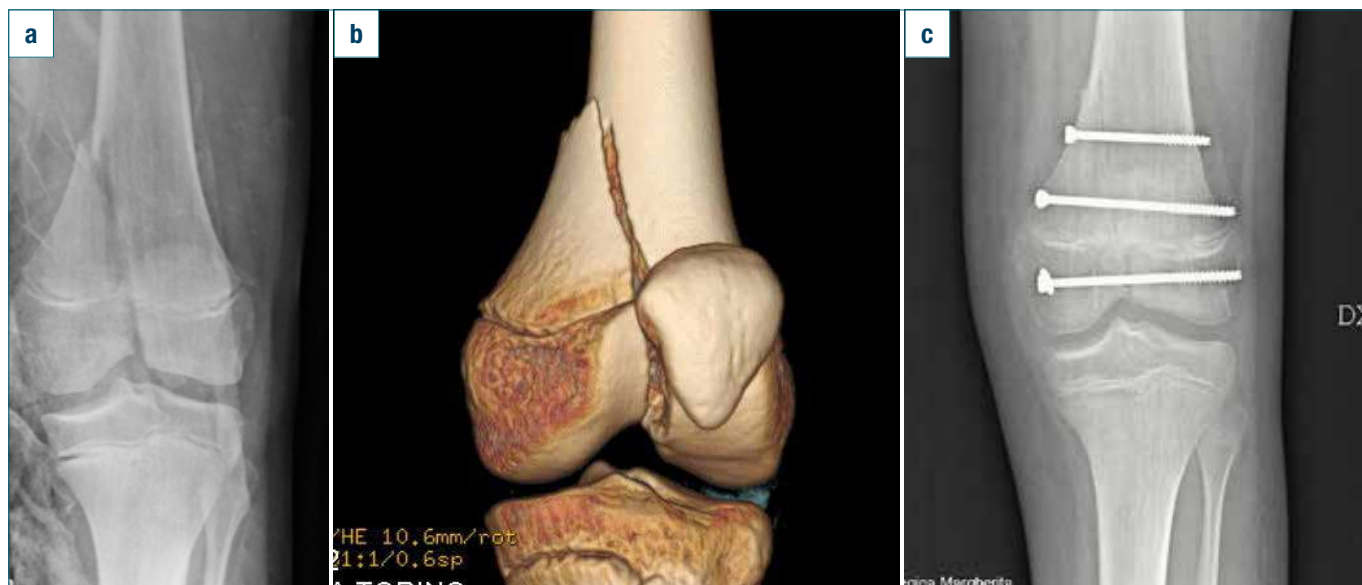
Distacco epifisario di tipo IV : Radiografia in AP (A), TAC pre operatoria (B) e controllo post operatorio con sintesi eseguita con 3 viti cannulate (C).
